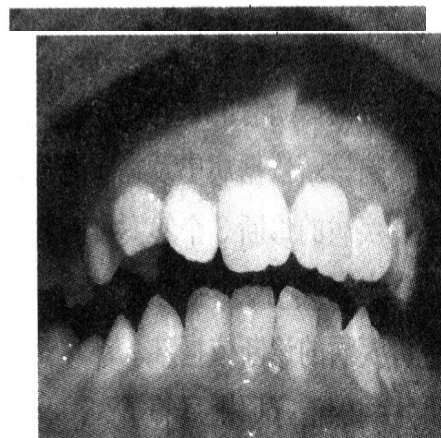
35细小牙尖 图-2 X线片35根尖喇叭口 图-3 咬合面龋 图-4 牙龈色性质改变
